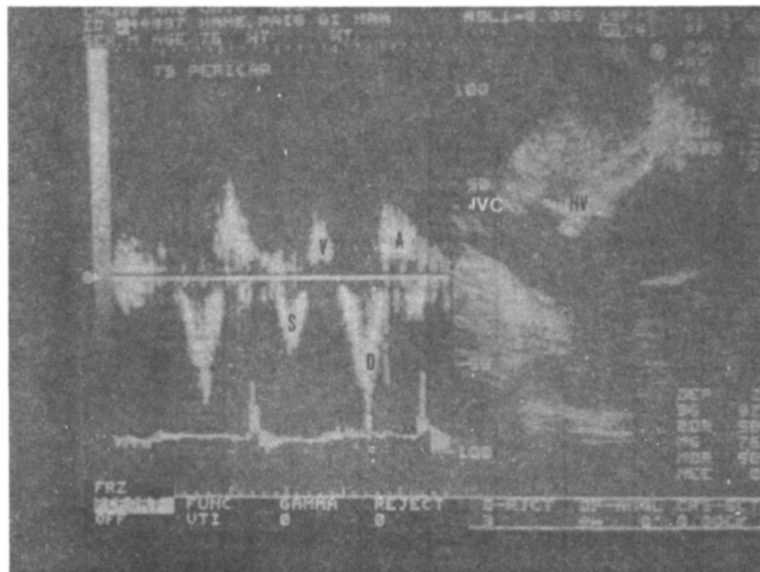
A pulsed wave doppler ultrasound velocity curve from the hepatic vein in constrictive pericarditis. (S ; Systole, D ; Diastole, A ; A wave, V ; V wave, HV ; Hepatic vein, IVC ; Inferior vena cava)
